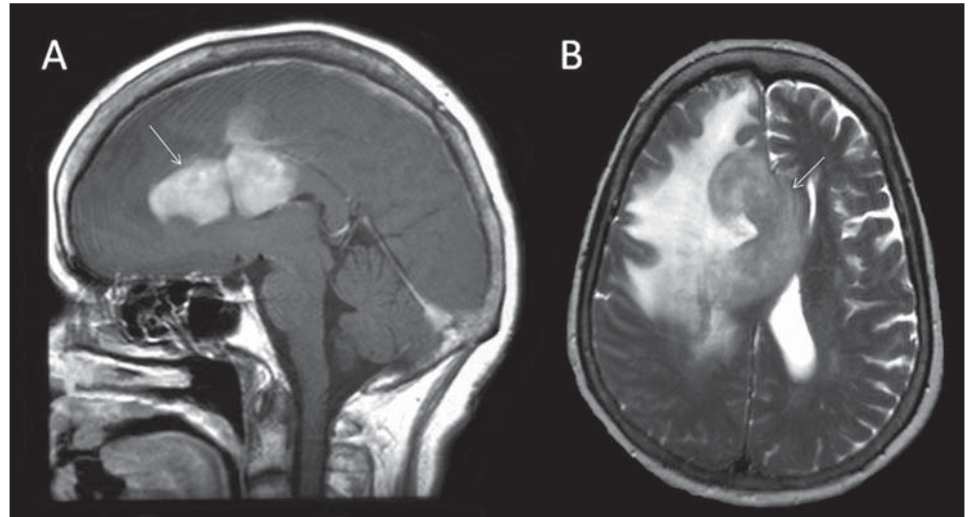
Paciente do sexo feminino, 53 anos. RM sagital em T1 após contraste (A) e axial em T2 (B) mostra lesão única no corpo caloso e giro do cíngulo, com realce difuso e homogêneo pelo contraste. Em T2, a lesão é hipointensa. Há acentuado edema perilesional. O acometimento do SNC foi primário nesse caso e a análise anatomopatológica indicou linfoma não Hodgkin de grandes células B (centroblástico).
